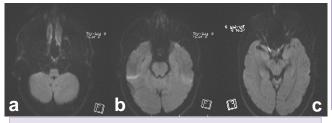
IRM cérébrale, coupes axiales passant par le tronc cérébral, séquence diffusion : parenchyme cérébral normal, pas d'atteinte ischémique
